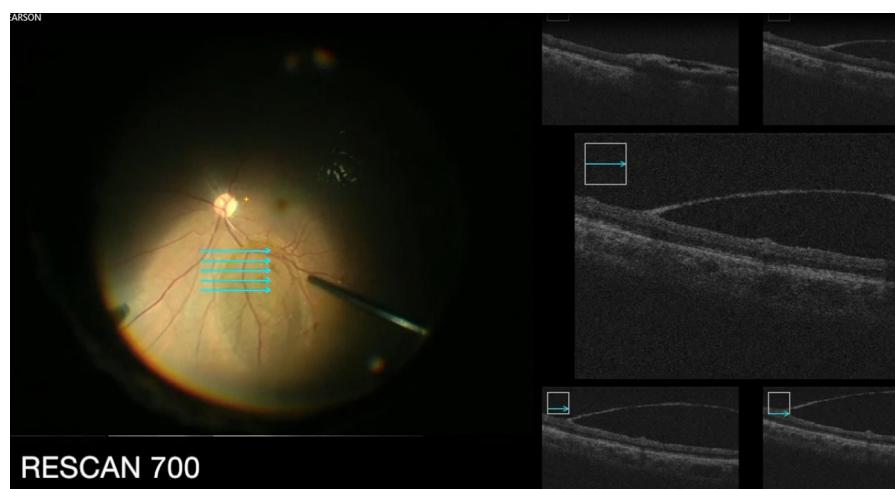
Imagen de tomografía de coherencia óptica transquirúrgica, que muestra la elevación de la membrana limitante interna en forma de cúpula en el sitio en donde había estado presente una hemorragia sublimitante, en un paciente con síndrome de Tearson.
